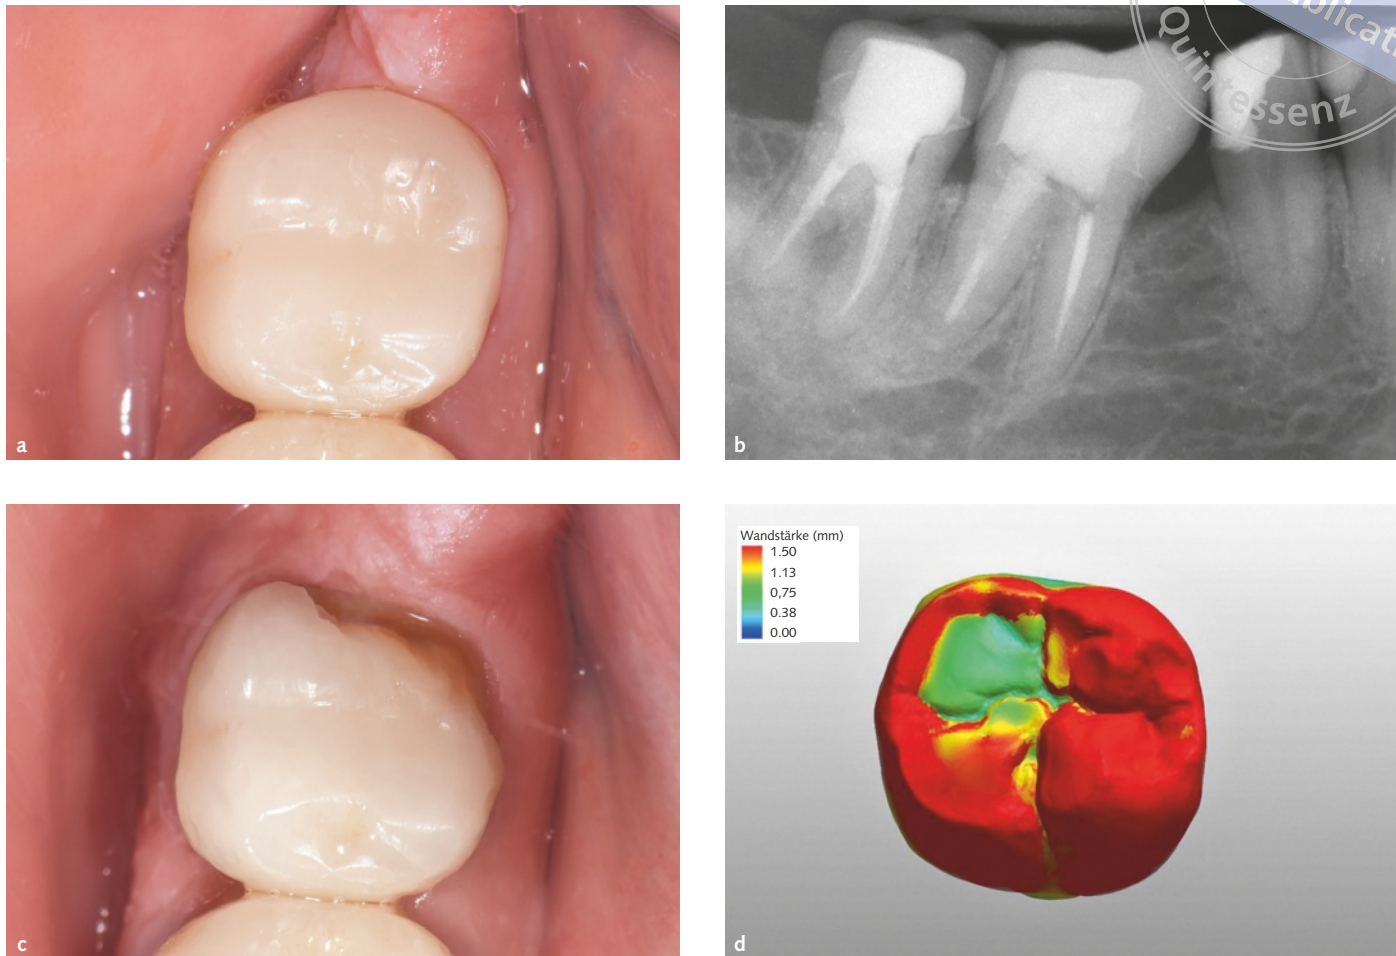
bis d Unzureichende Dicke der Krone und scharfe Kanten der Präparation haben zu einer Fraktur der Restauration geführt. (a) Restauration an Zahn 47 nach der Zementierung. (b) Röntgenbild nach der Zementierung. Die unzureichende okklusale Dicke der Restauration und die scharfe Kante der distalen Präparation sind offensichtlich. (c) Fraktur der Restauration nach einem Jahr in Funktion. (d) Analyse der Wandstärke auf Basis der CAD-Konstruktion.
